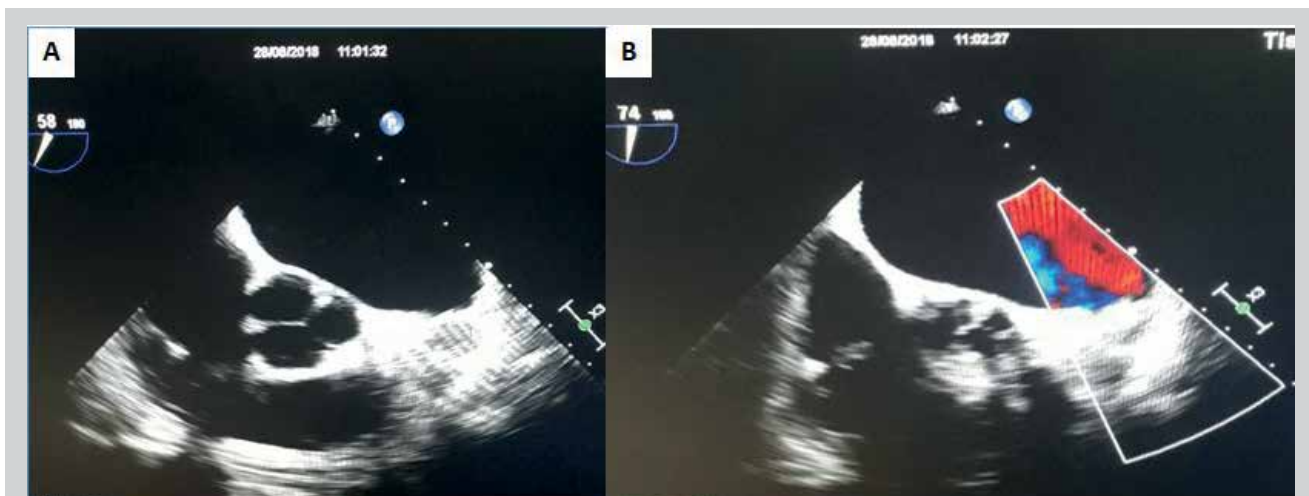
ETE que muestra: A. OI excluida; B. La señal de doppler no muestra leak periprotésico (caso N°3).
